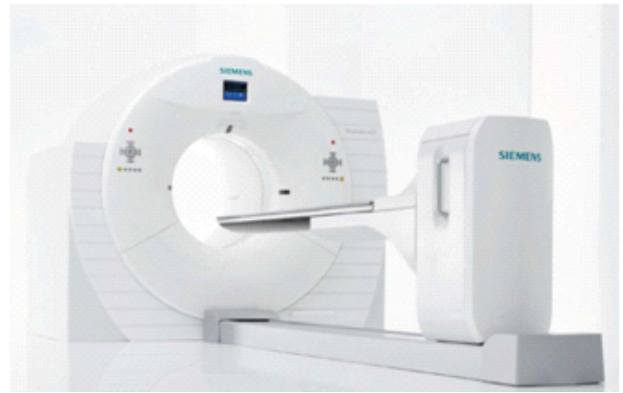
Siemens Biograph mCT64 PET/CT Scanner was used for acquisition.
